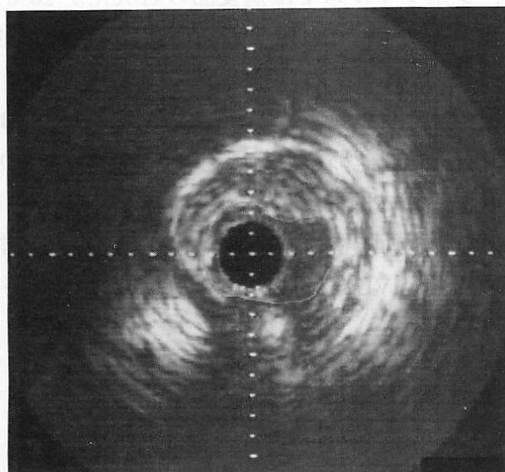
Angiographic (*left*) and ultrasound (*right*) images in a patient with stable angina
